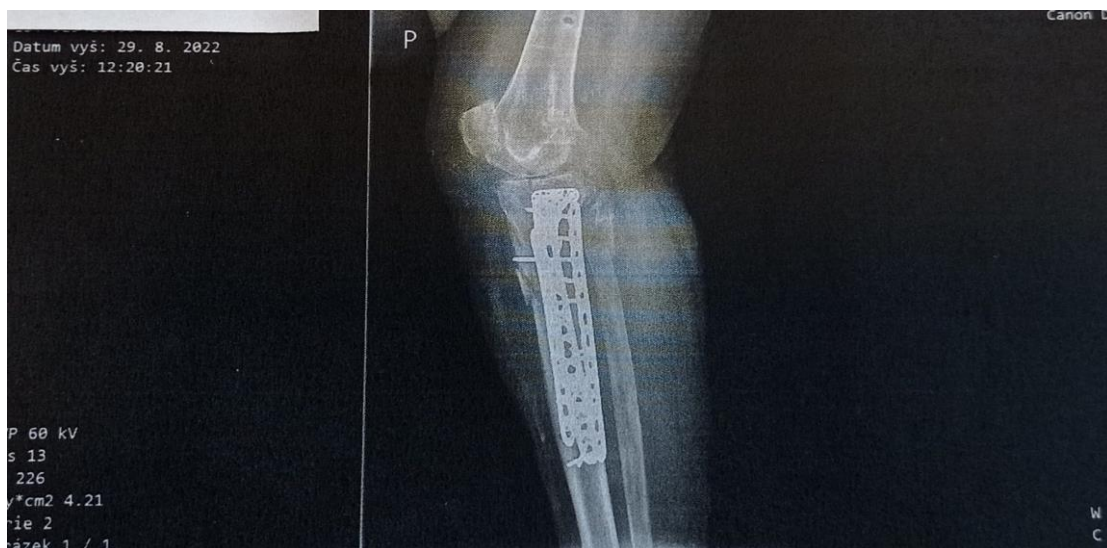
RTG po první operaci ZF (zdroj: autor)
